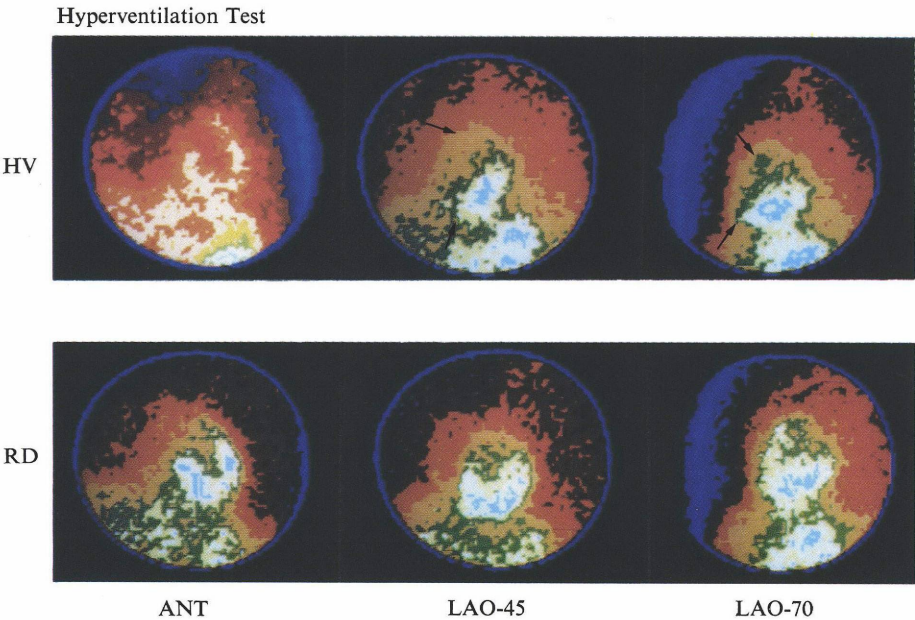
Upper: Initial imaging of hyperventilation stress Thallium-201 scintigraphy. There is a perfusion defect in antero-septal area. Lower: Delayed imaging shows the complete redistribution to the previous defect.
